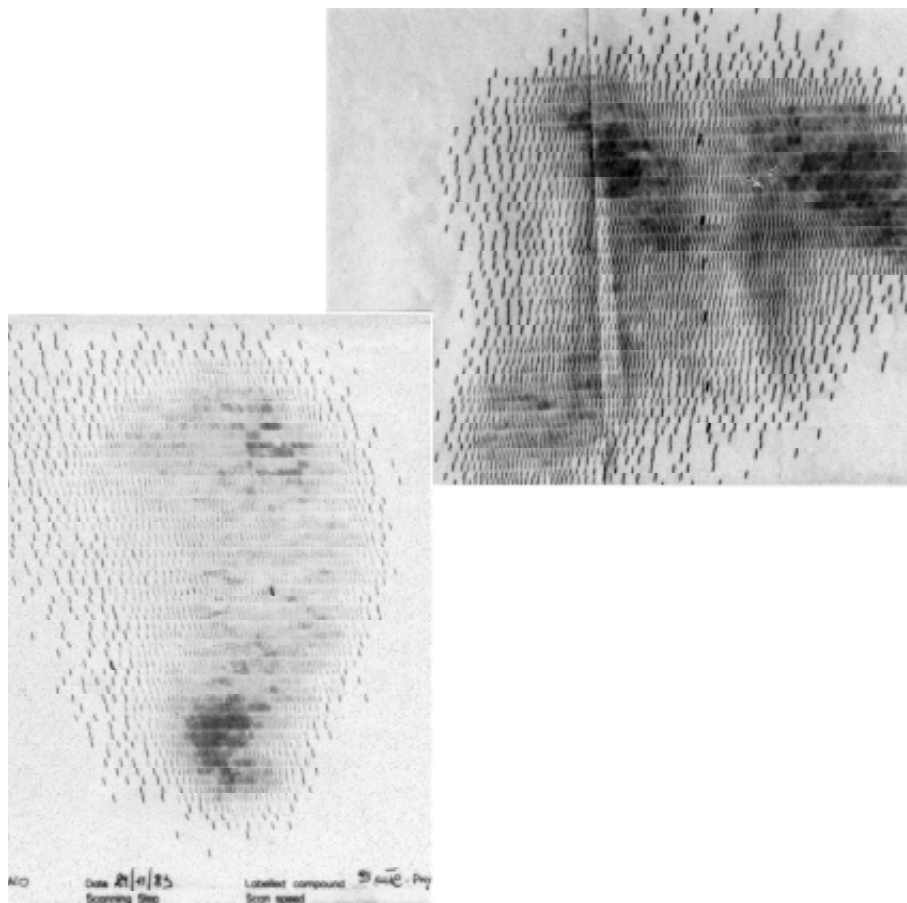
1ª Osservazione: visione laterale destra (a) e posteriore (b) della scintigrafia epatica che mostra un organo decisamente ptosico e di dimensioni aumentate.
